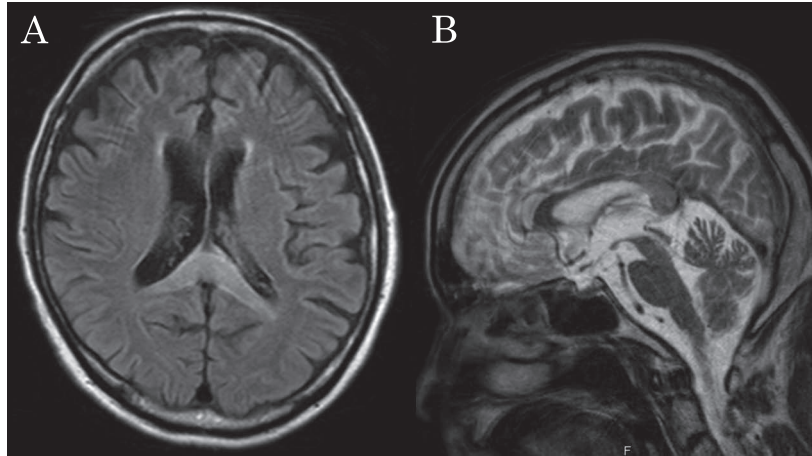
Brain magnetic resonance images (MRI) findings at admission.
